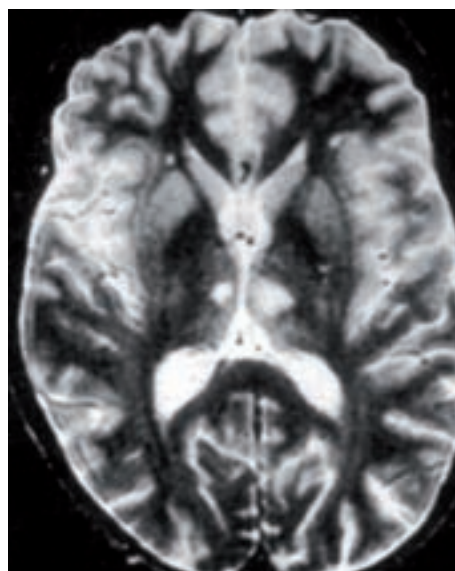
MRT strategischer bilateraler Thalamusinfarkte mit folgender Demenz.
